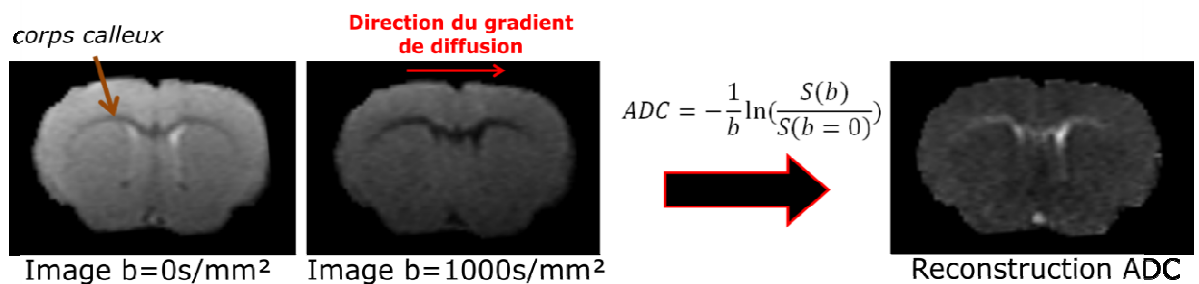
Exemple de calcul d'une carte d'ADC. Une image coronale d'un cerveau de souris est obtenue *in vivo* avec une $b=0$ et $b=1000 \text{ s/mm}^2$ (IRM 9.4T, séquence EPI, résolution $120 \times 120 \times 360 \mu\text{m}^3$). Le gradient de diffusion horizontal est appliqué (flèche rouge), sens des fibres du corps calleux dans lequel les molécules d'eau diffusent librement (perte de signal). La reconstruction de la carte d'ADC propre à cette direction de diffusion est obtenue et montre une plus grande valeur d'ADC dans le corps calleux pour une direction de diffusion horizontale.
